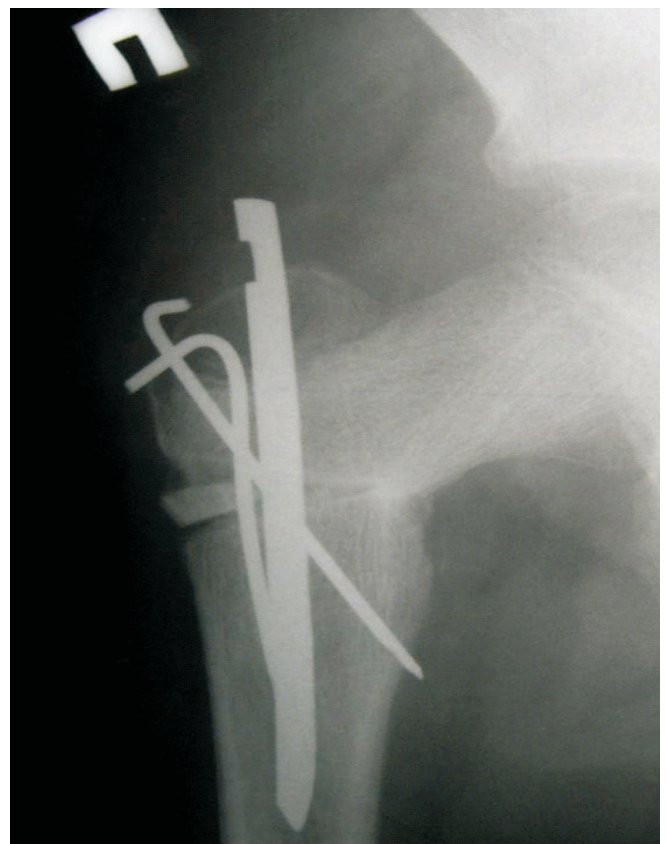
Radiografia corecției chirurgicale după metoda P. Moroz.
